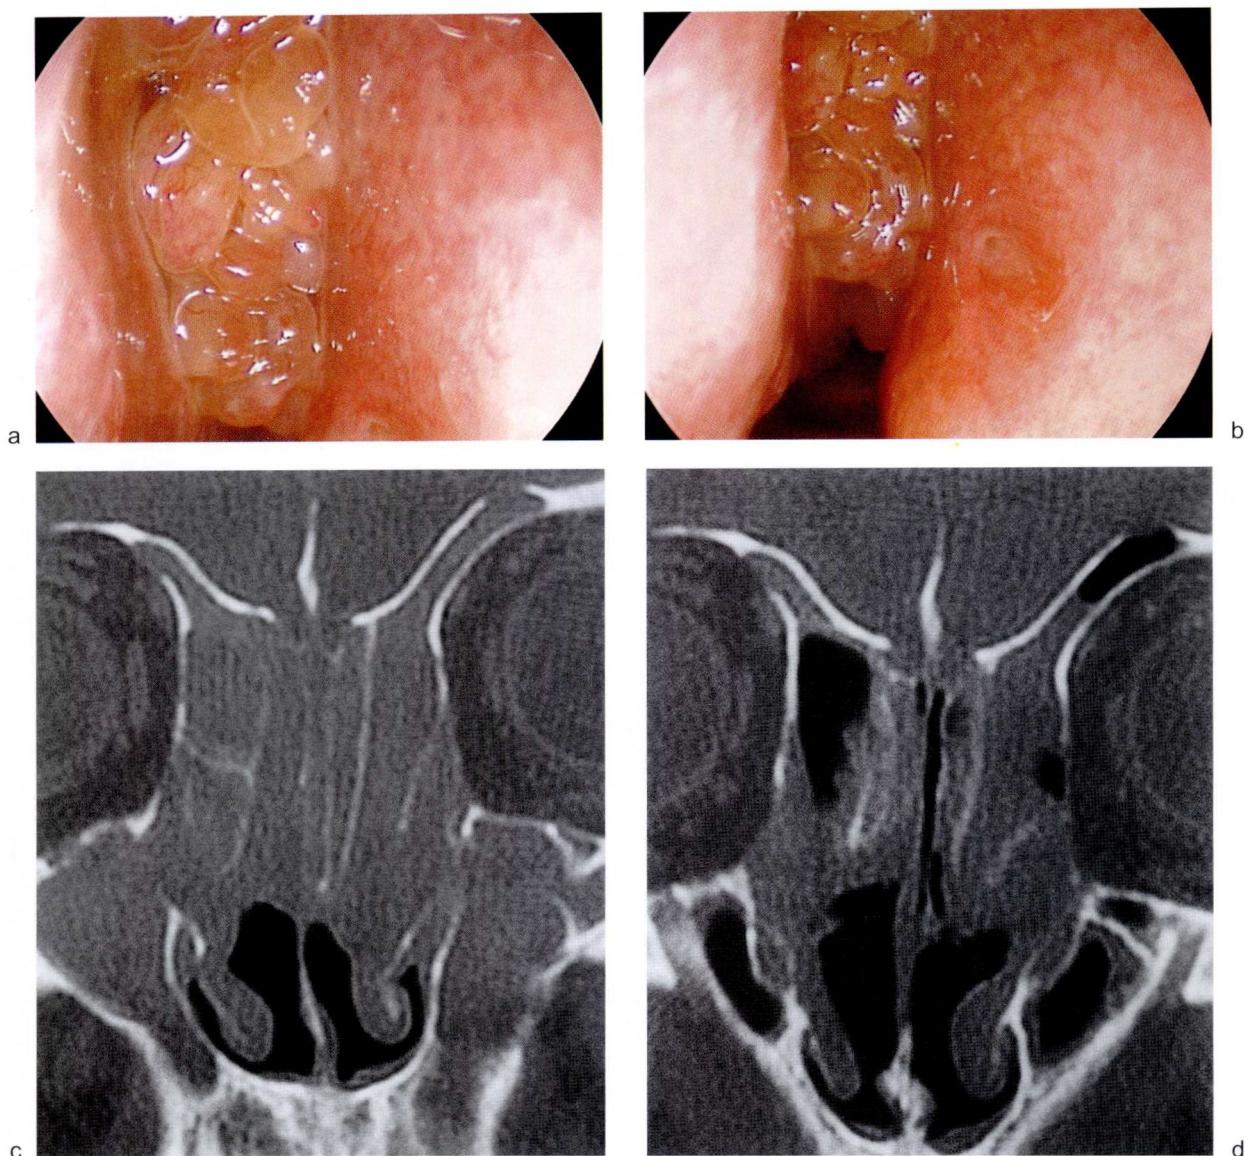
口服皮质类固醇治疗前后的鼻内镜下 (a, b) 和 (c, d) CT 表现
